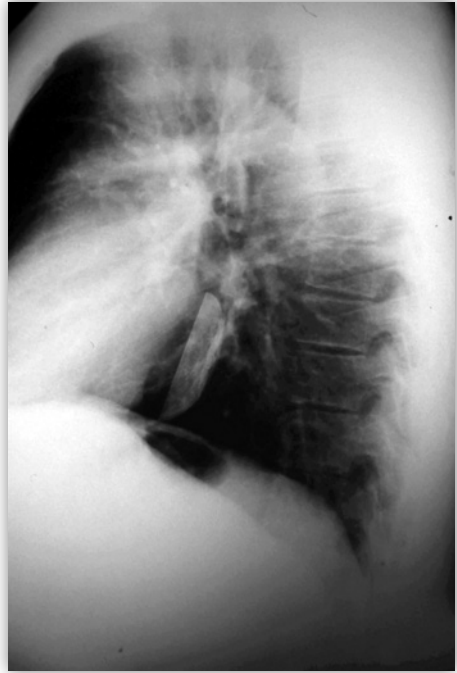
Radiografía lateral de tórax en la que se observa una tapa de lata alojada en el esófago inferior.
